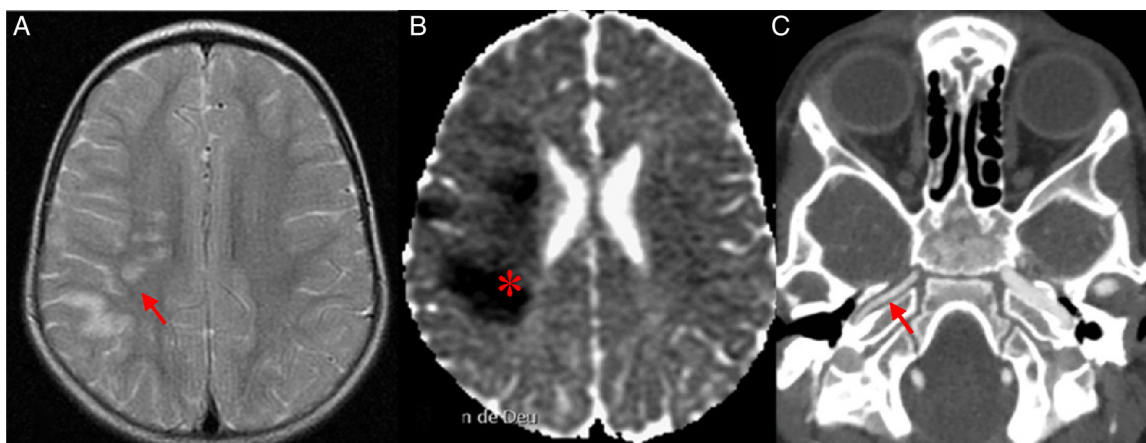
Paciente de 32 meses de edad que presenta disartria y hemiparesia izquierda. Antecedente de cuadro de varicela reciente. A) RM cerebral. Axial T2 FSE. Aumento de intensidad de señal T2 corticosubcortical parietal poscentral y en centro semioval (flecha). B) RM cerebral. Mapa ADC que muestra áreas de restricción a la difusión temporal (asterisco). C) Angio-TC con contraste intravenoso, en la que se evidencia un marcado estrechamiento de la arteria carótida interna derecha en su porción petrosa (flecha), muy evidente respecto al lado contrario, que se extiende hasta la arteria cerebral media derecha (no visualizada en la figura).
